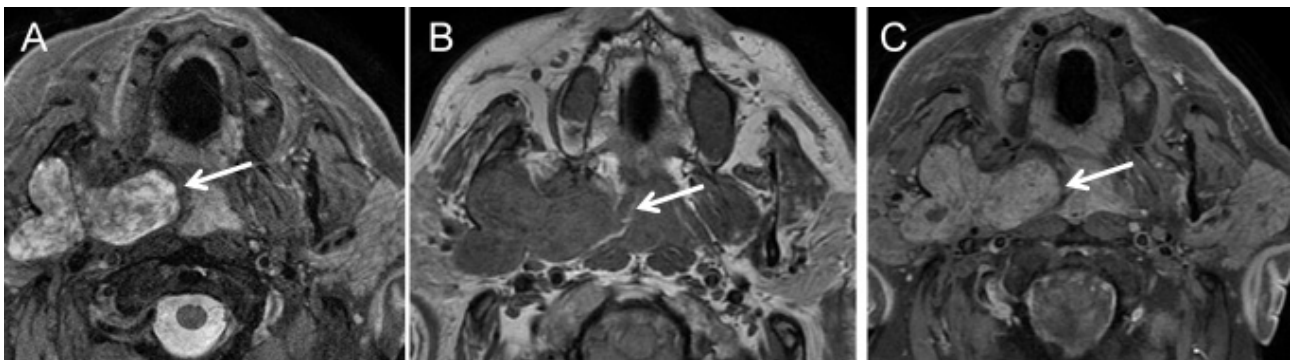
Schwannoma do nervo mandibular. Imagens axiais de RM ponderadas em T2 (A), T1 (B) e T1 com saturação de gordura após administração de contraste paramagnético (C), permitem observar uma lesão de contornos lobulados, com ponto de partida na vertente interna do ramo ascendente direito da mandíbula (local onde se inicia o canal mandibular) e extensão para o espaço mastigador homolateral (setas). A lesão apresenta alto sinal heterogêneo em T2 (A) e realce intenso após administração de contraste (C).
